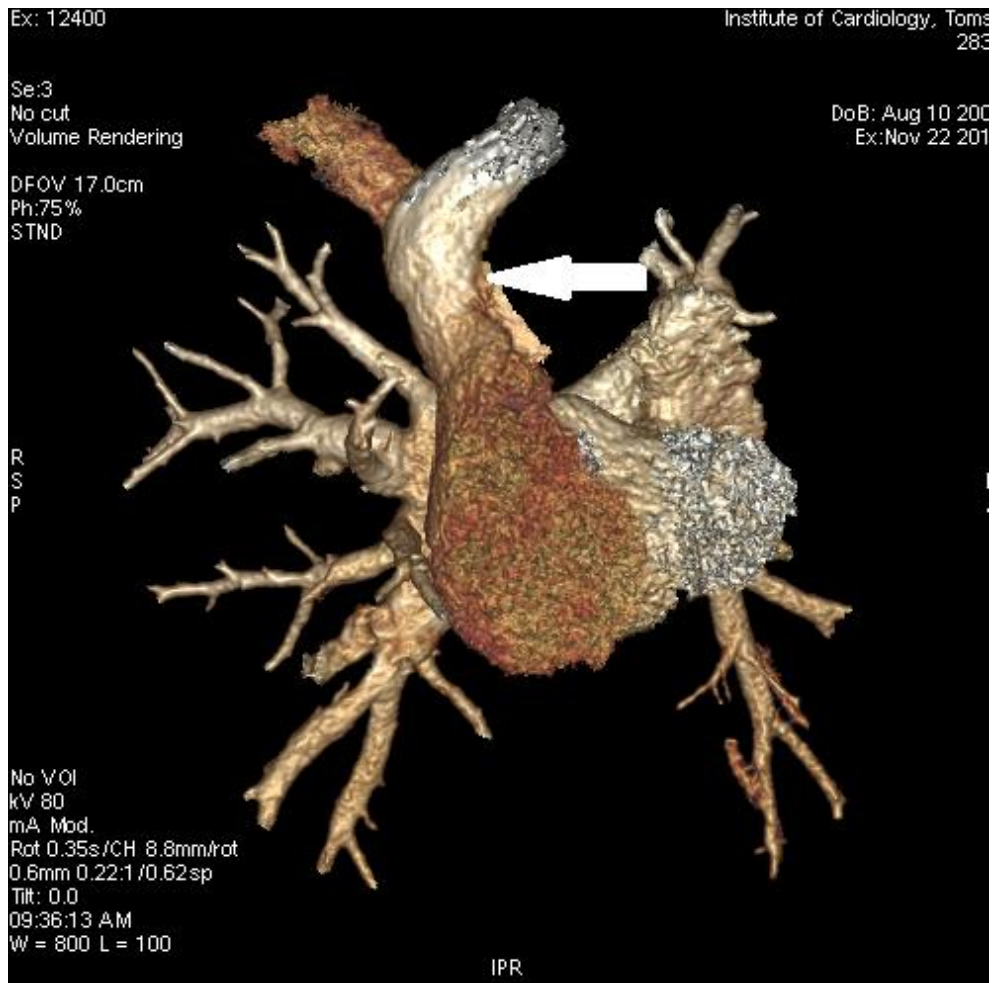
МСКТ-ангиография пациента через 1 год после коррекции ЧАДЛВ в ВПВ по модифицированному методу Warden. Стрелкой указан анастомоз ВПВ с ПП
